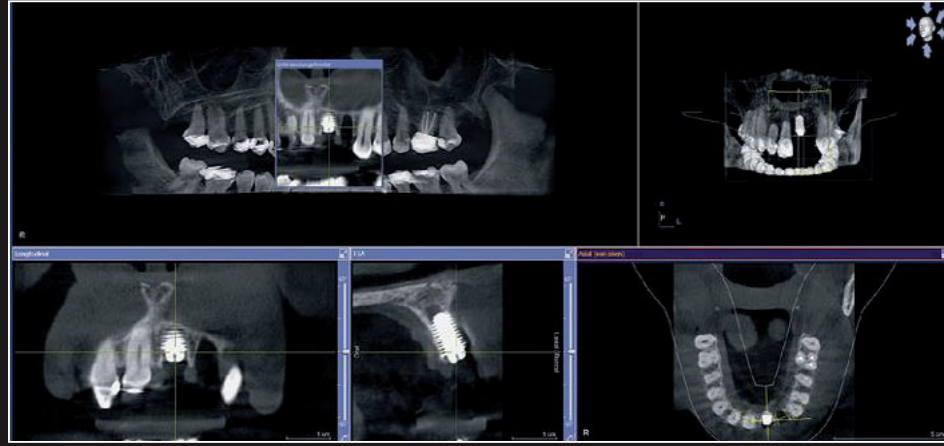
Postoperatives Röntgenbild, Übersicht.
